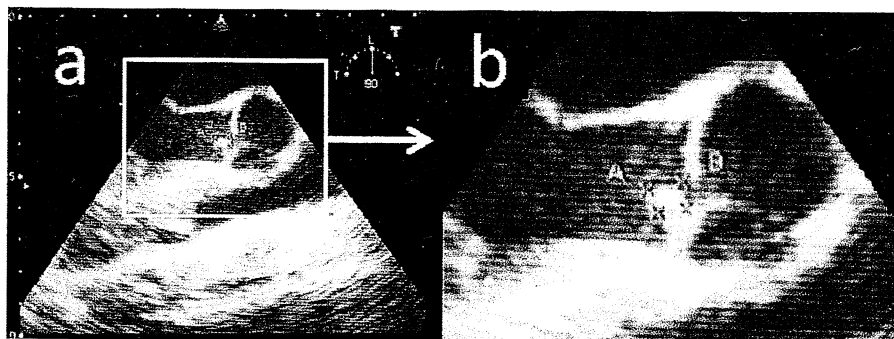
NBTE 患者に見られた疣腫(経食道心エコー) 大動脈弁の弁尖に約5mm の疣腫を認める。
